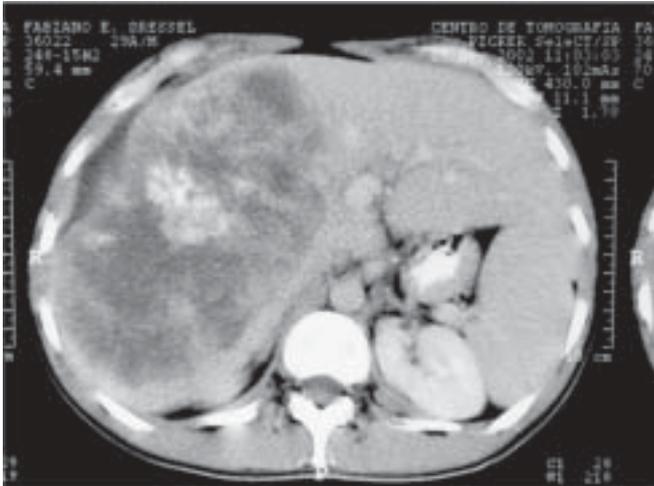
Tomografia computadorizada do abdômen mostrando tumor gigante em lobo hepático direito.
